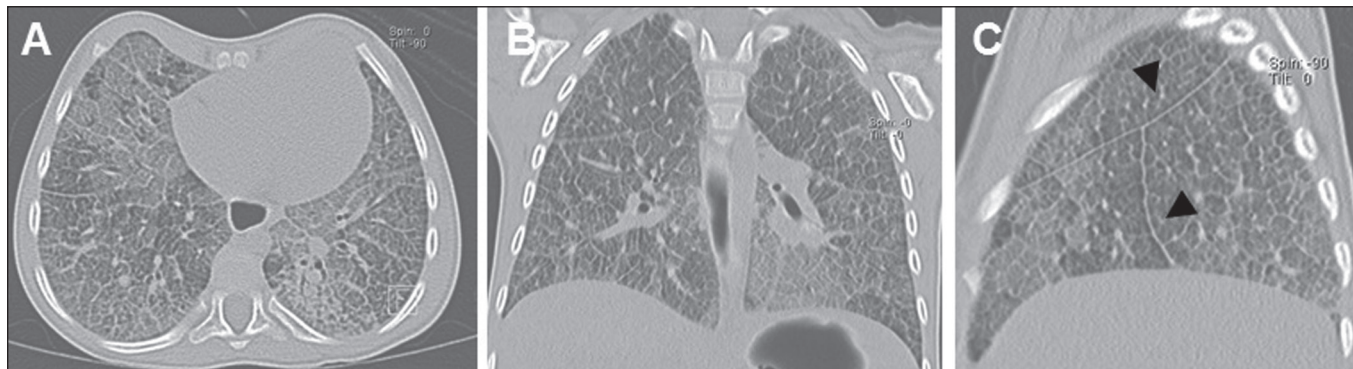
Imagens de tomografia computadorizada multidetectores axial (A), coronal (B) e sagital do pulmão direito (C) demonstram acentuado espessamento dos septos interlobulares e dos septos intralobulares difusamente, associado a opacidade de vidro fosco do parênquima pulmonar, caracterizando o padrão de pavimentação em mosaico. Observar também a irregularidade com a superfície pleural e o espessamento das fissuras (cabecinhas de setas).
